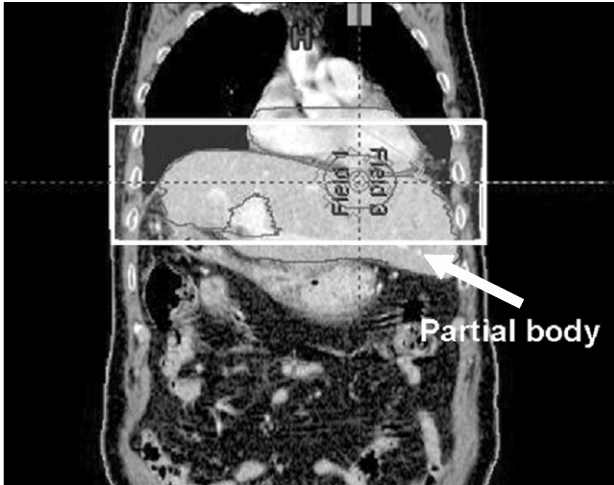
Partial body means the direct pass range of defined field for rapid arc among acquired range of whole body via CT image.
